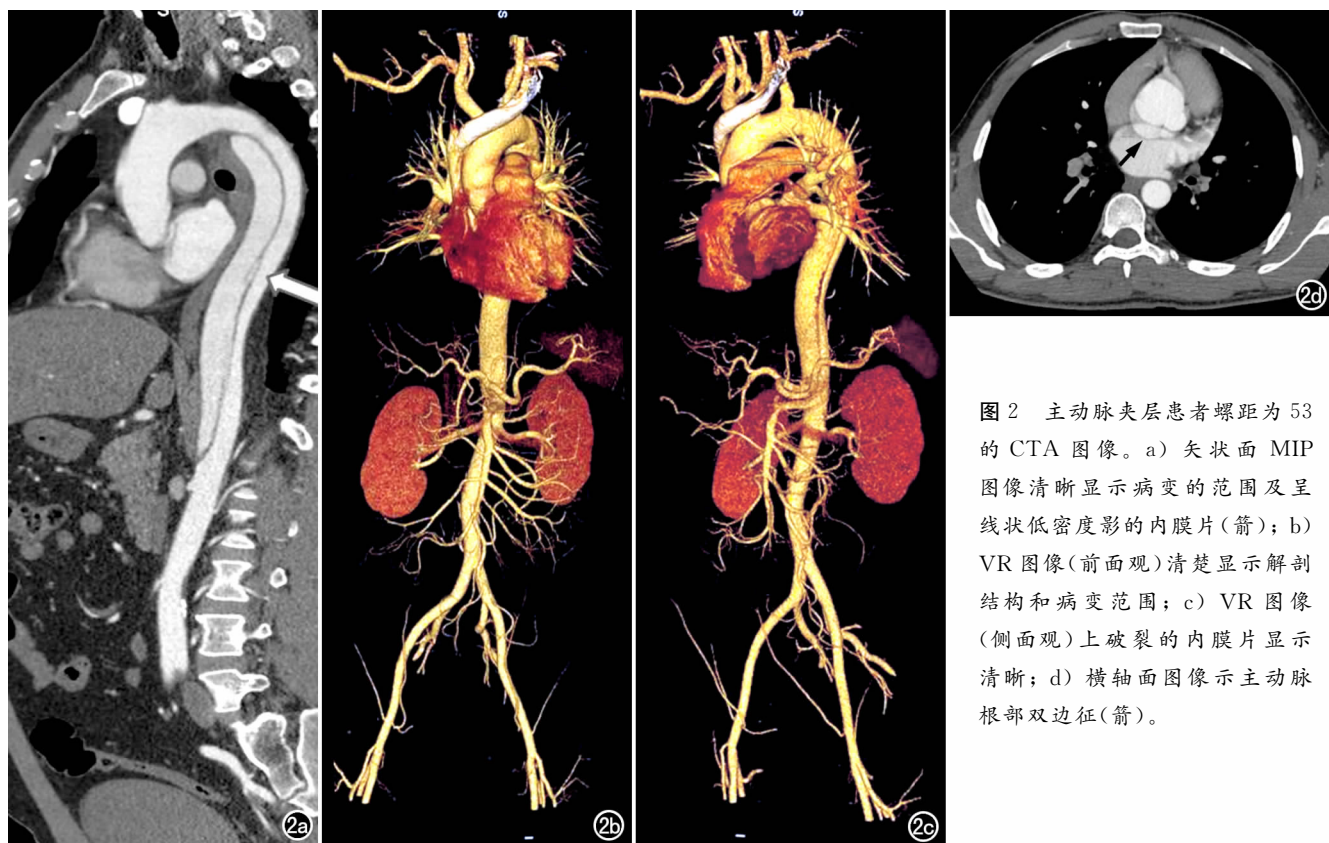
主动脉夹层患者螺距为 53 的 CTA 图像。a) 矢状面 MIP 图像清晰显示病变的范围及呈线状低密度影的内膜片(箭); b) VR 图像(前面观)清楚显示解剖结构和病变范围; c) VR 图像(侧面观)上破裂的内膜片显示清晰; d) 横轴面图像示主动脉根部双边征(箭)。
